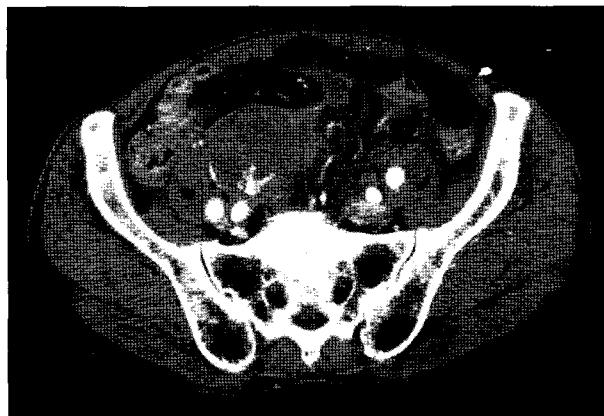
Preoperative abdominal CT scan shows 5.5×5.5 cm sized right common iliac artery aneurysm.
